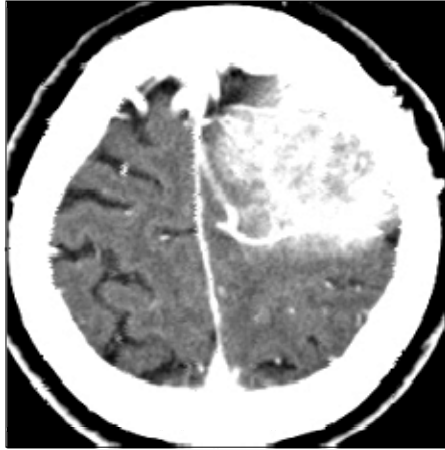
Brain CT : solid mass, left parietal area including calvarium, some increased vascularity.
